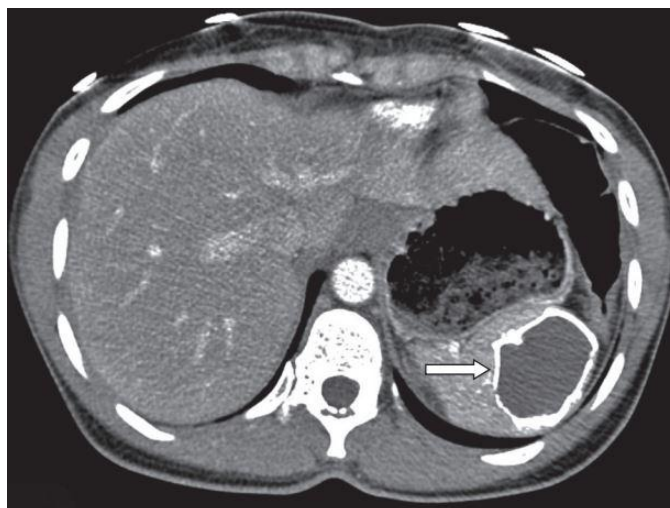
Aspect TDM d'un pseudo-kyste splénique calcifié [25]
